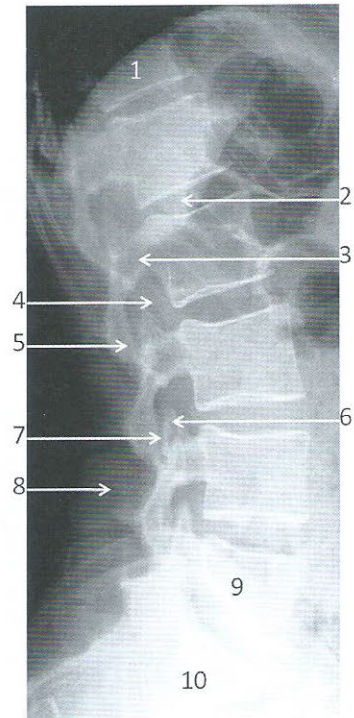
Radiographie du rachis lomboire de profil
